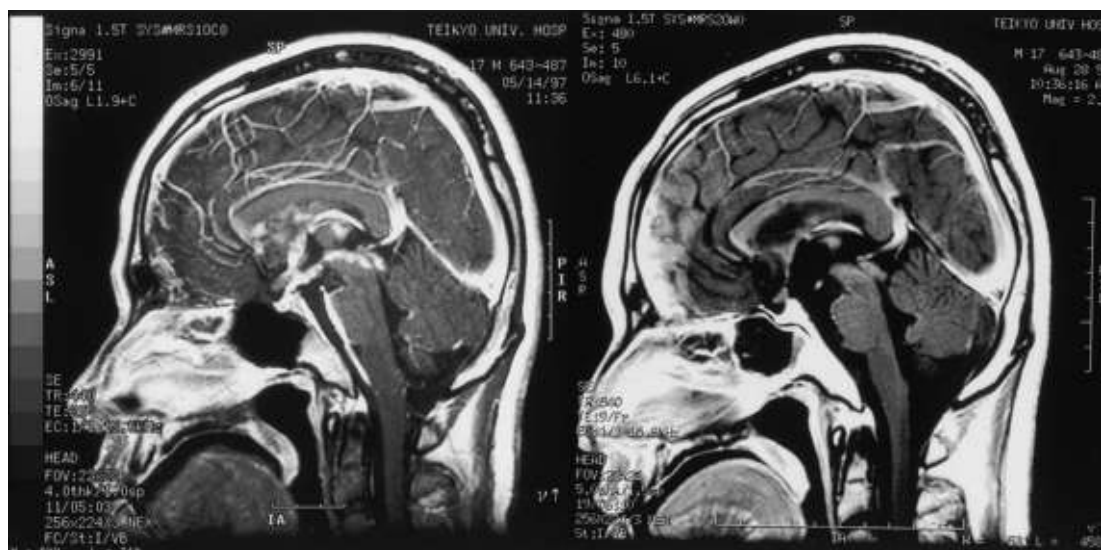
Magnetic resonance images of the midline sagittal section of the brain
